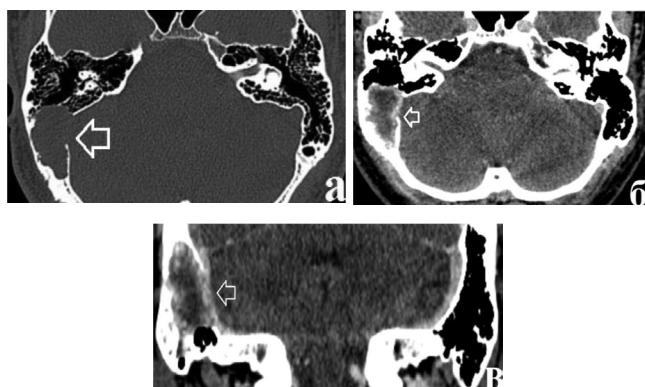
Компьютерные томограммы. а – аксиальная проекция, определяется дефект медиальной стенки сосцевидного отростка (стрелка); б – аксиальная проекция, определяется накопление контрастного препарата по периферии образования (стрелка); в – фронтальная проекция, граница между образованием и сигмовидным синусом отсутствует (стрелка)
